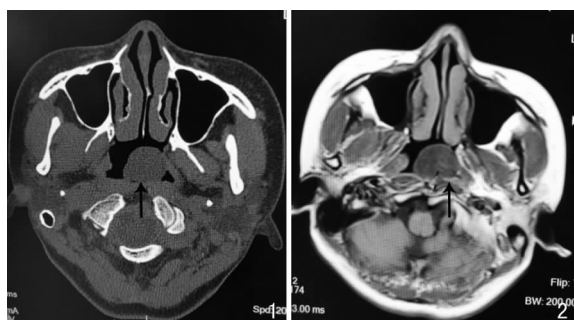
鼻窦平扫CT(轴位)可见鼻咽部肿物(↑) 图2 鼻咽增强MRI(轴位)鼻咽部肿物未见强化(↑)
